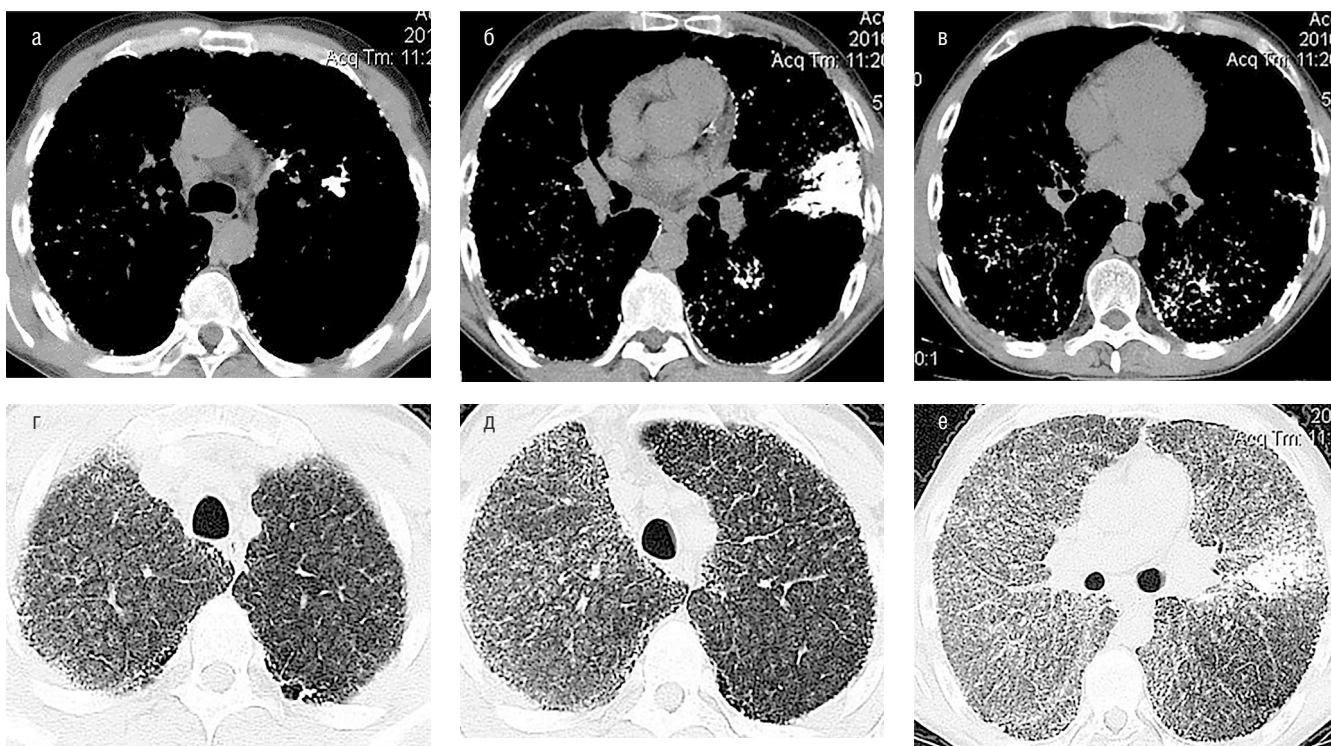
Пациент М., 36 лет, талькоз после внутривенных инъекций препаратов, предназначенных для перорального применения: а–е — рентгенологические проявления талькоза
